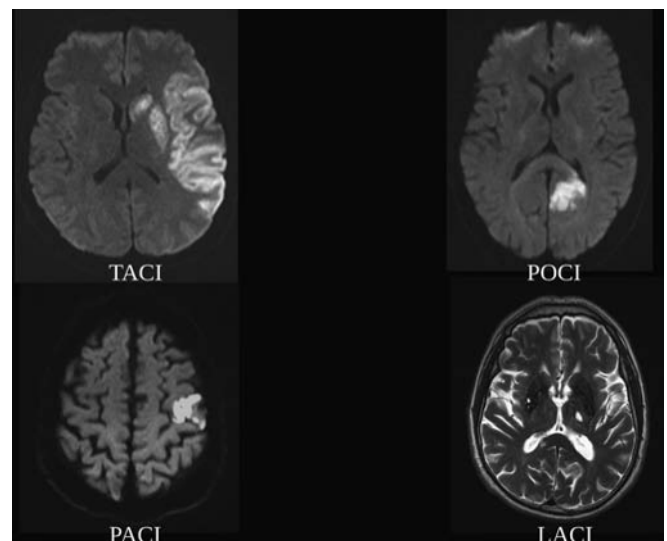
Resonancia magnética cerebral (corte axial). LACI: infarto lacunar; PACI: infarto parcial de la circulación anterior; POCI: infarto de la circulación posterior; TACI: infarto total de la circulación anterior.
